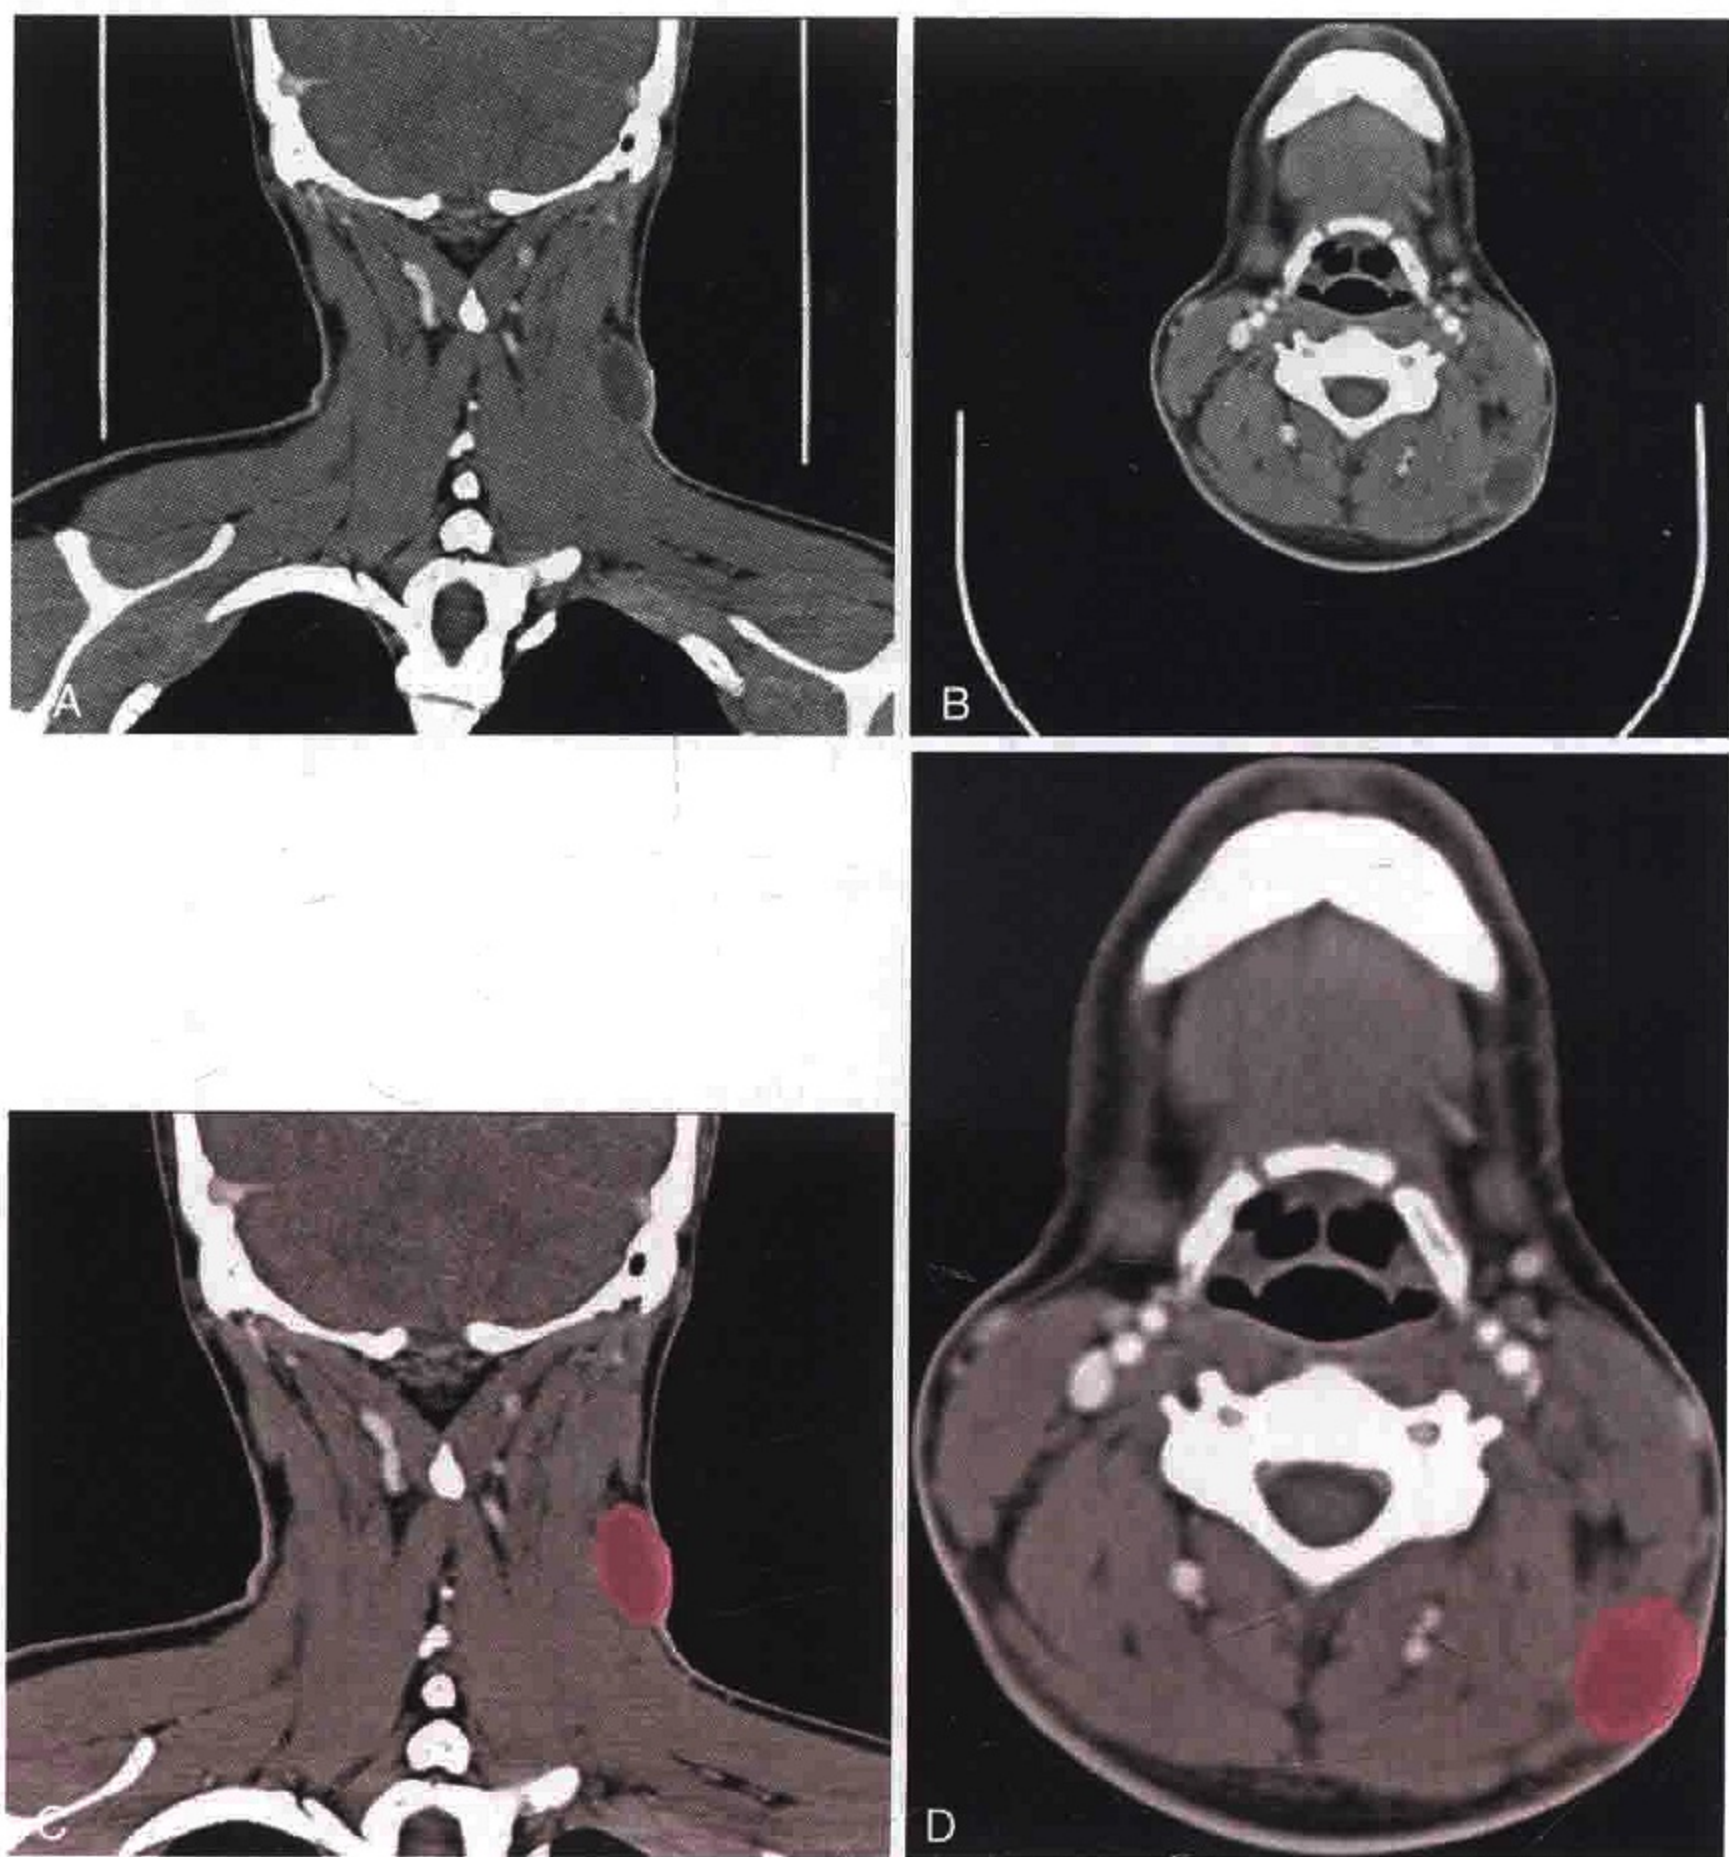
冠状位 (A) 和横轴位 (B) CT 增强扫描显示一个肿大伴坏死的 V A 区淋巴结，位于斜方肌和胸锁乳突肌聚合处，即构成该组淋巴结的上界。(C、D) 淋巴结被勾画出来
